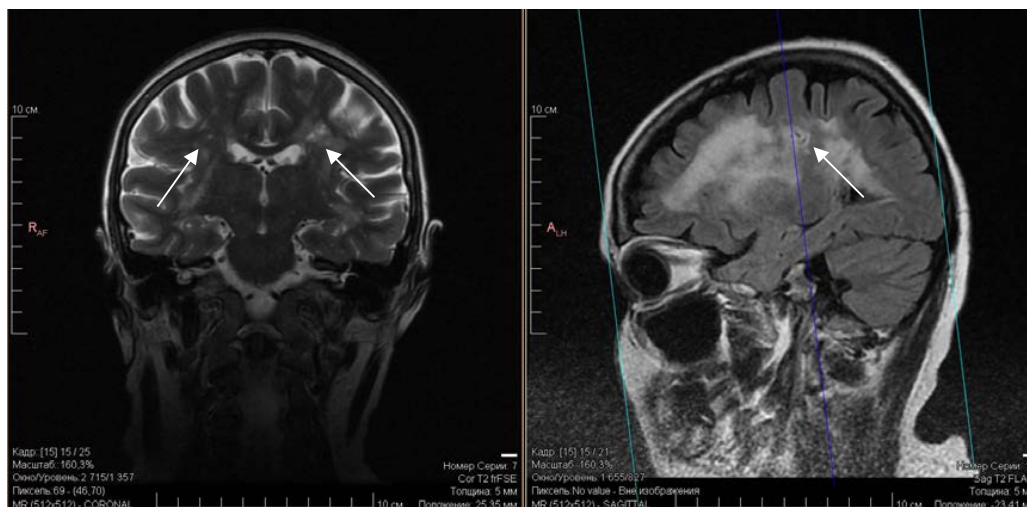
МРТ головного мозга пациентки М., T2-ВИ, корональная и сагиттальная проекции. МР-картина диффузно-очагового поражения белого вещества обоих полушарий по типу лейкоэнцефалопатии. В субкортикальных отделах левой теменной доли прослеживается участок слабогиперинтенсивного МР-сигнала без четких границ d до 1,5 см
